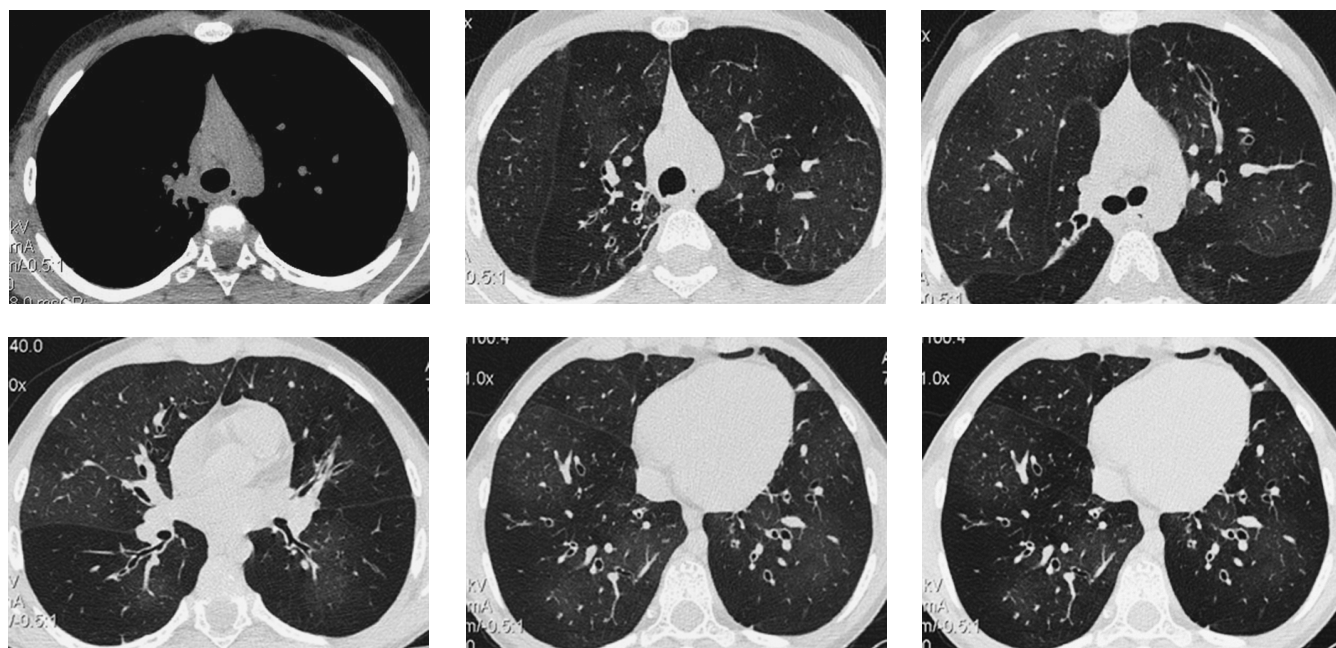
Компьютерная томография. 29.04.2021 г. — фиброз верхней доли правого легкого, поствоспалительная сухая многокамерная полость в S<sub>8</sub> слева, двусторонние цилиндрические бронхоэктазы
